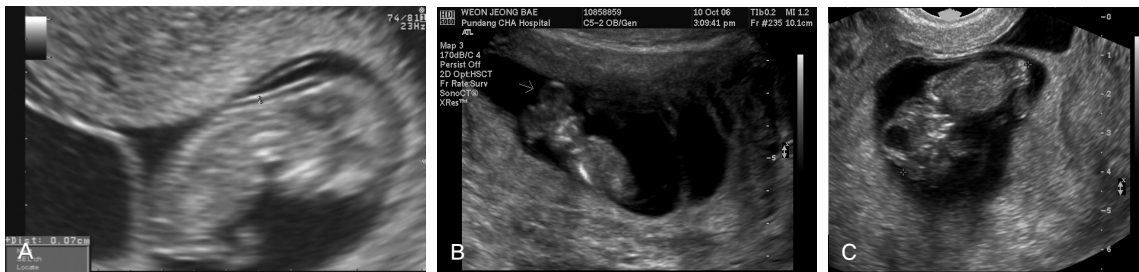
Transvaginal sonogram shows a twin pregnancy at 11⁺⁰ weeks of gestation. (A) The sagittal view of one fetus reveals a normal shape of cephalic pole. Nuchal translucency was within normal limit. (B) Ultrasound from another fetus of acrania reveals brain tissue without an overlying skull. a) Coronal view b) Sagittal view
